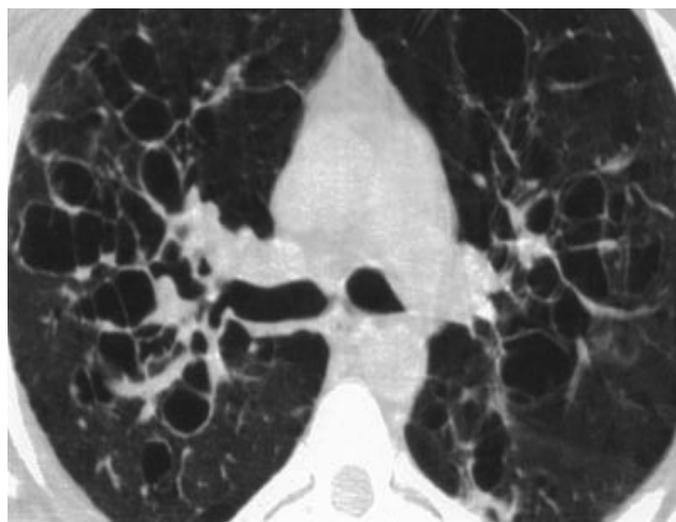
Синдром Вильямса-Кэмпбелла, КТ ОГП.
